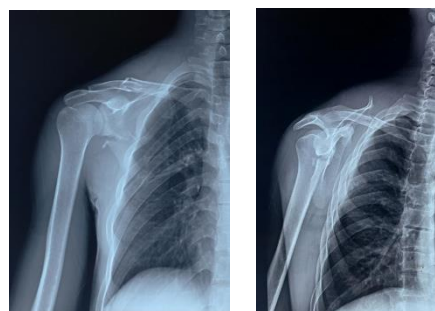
Shoulder X-ray showing complex fracture of scapula and clavicle
